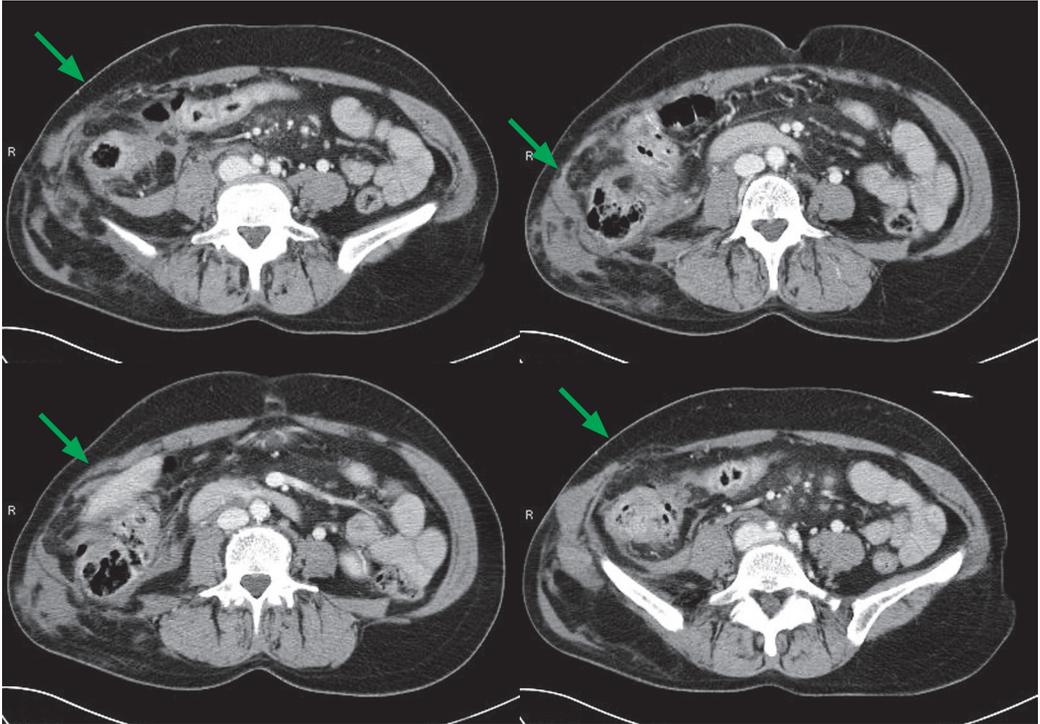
Mesenterialeinriss mit Kolonruptur, Bauchwandeinblutung, schwer zu diagnostizieren in der CT (Pfeile)
